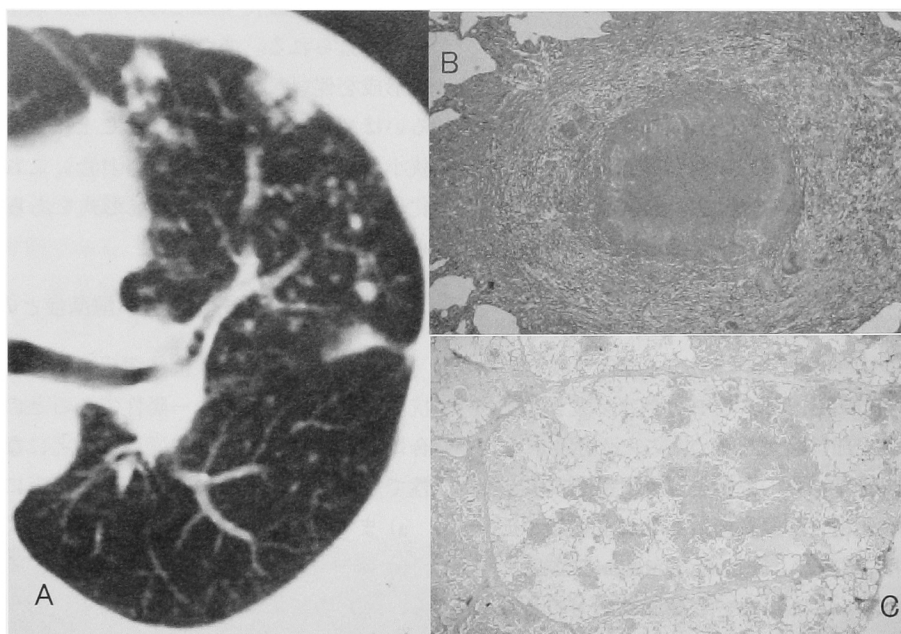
HRCT findings of non-tuberculous mycobacteria
